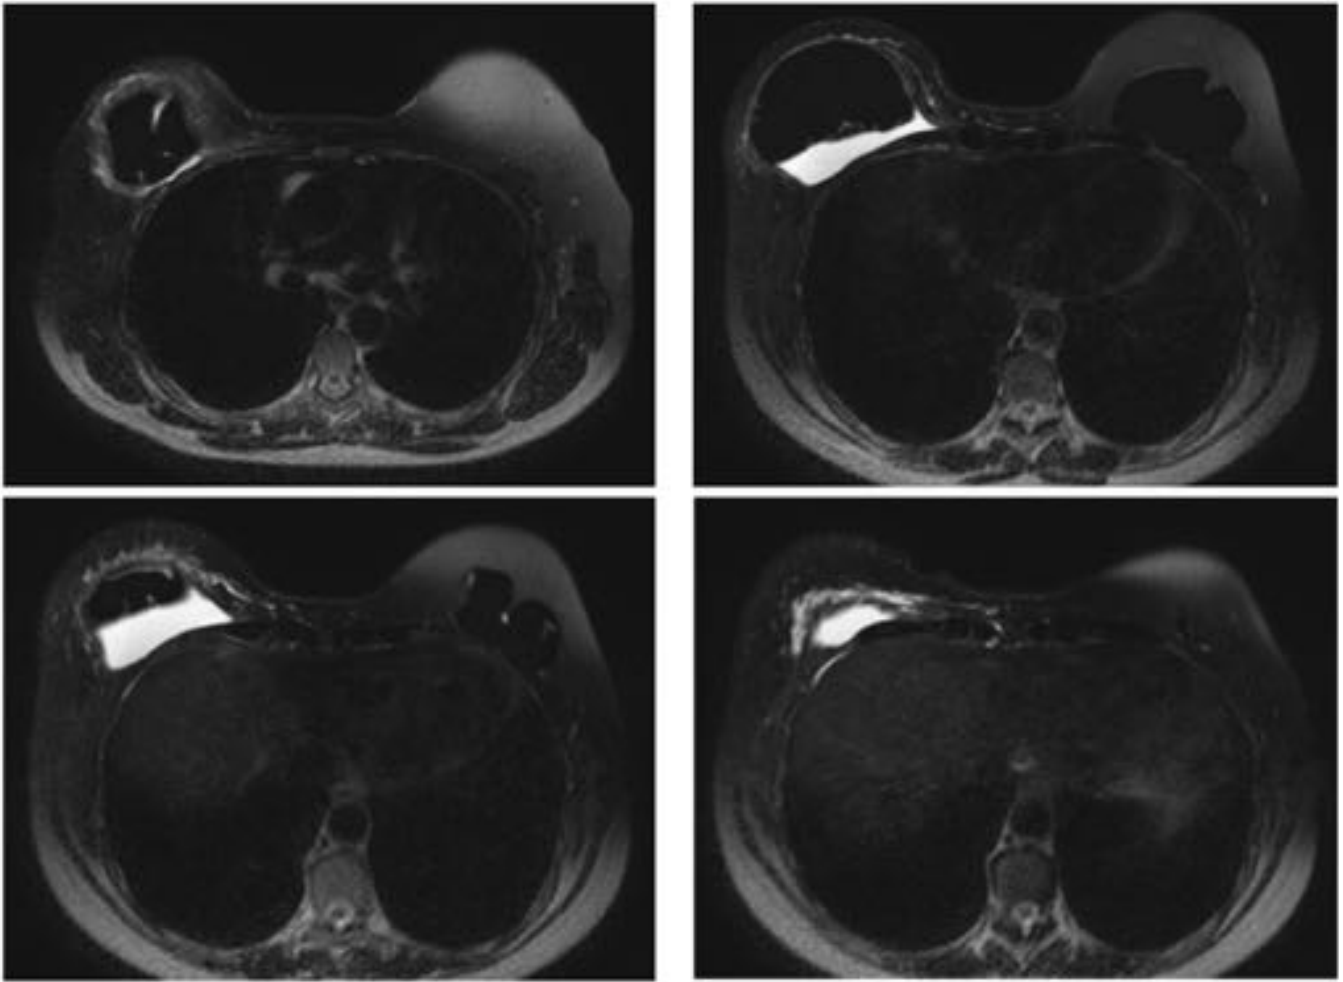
Imágenes axiales de RM (T2 con supresión grasa). Paciente con AP de mastectomía derecha y reconstrucción con prótesis por carcinoma ductal invasivo años atrás, y recidiva local en el lecho de resección tratada con cirugía y radioterapia. El estudio posttratamiento reveló una colección periprotésica asociada a edema de los tejidos blandos alrededor del implante. Existía contractura capsular clínica. Los hallazgos se atribuyeron a la reacción inflamatoria regional secundaria a radioterapia.
